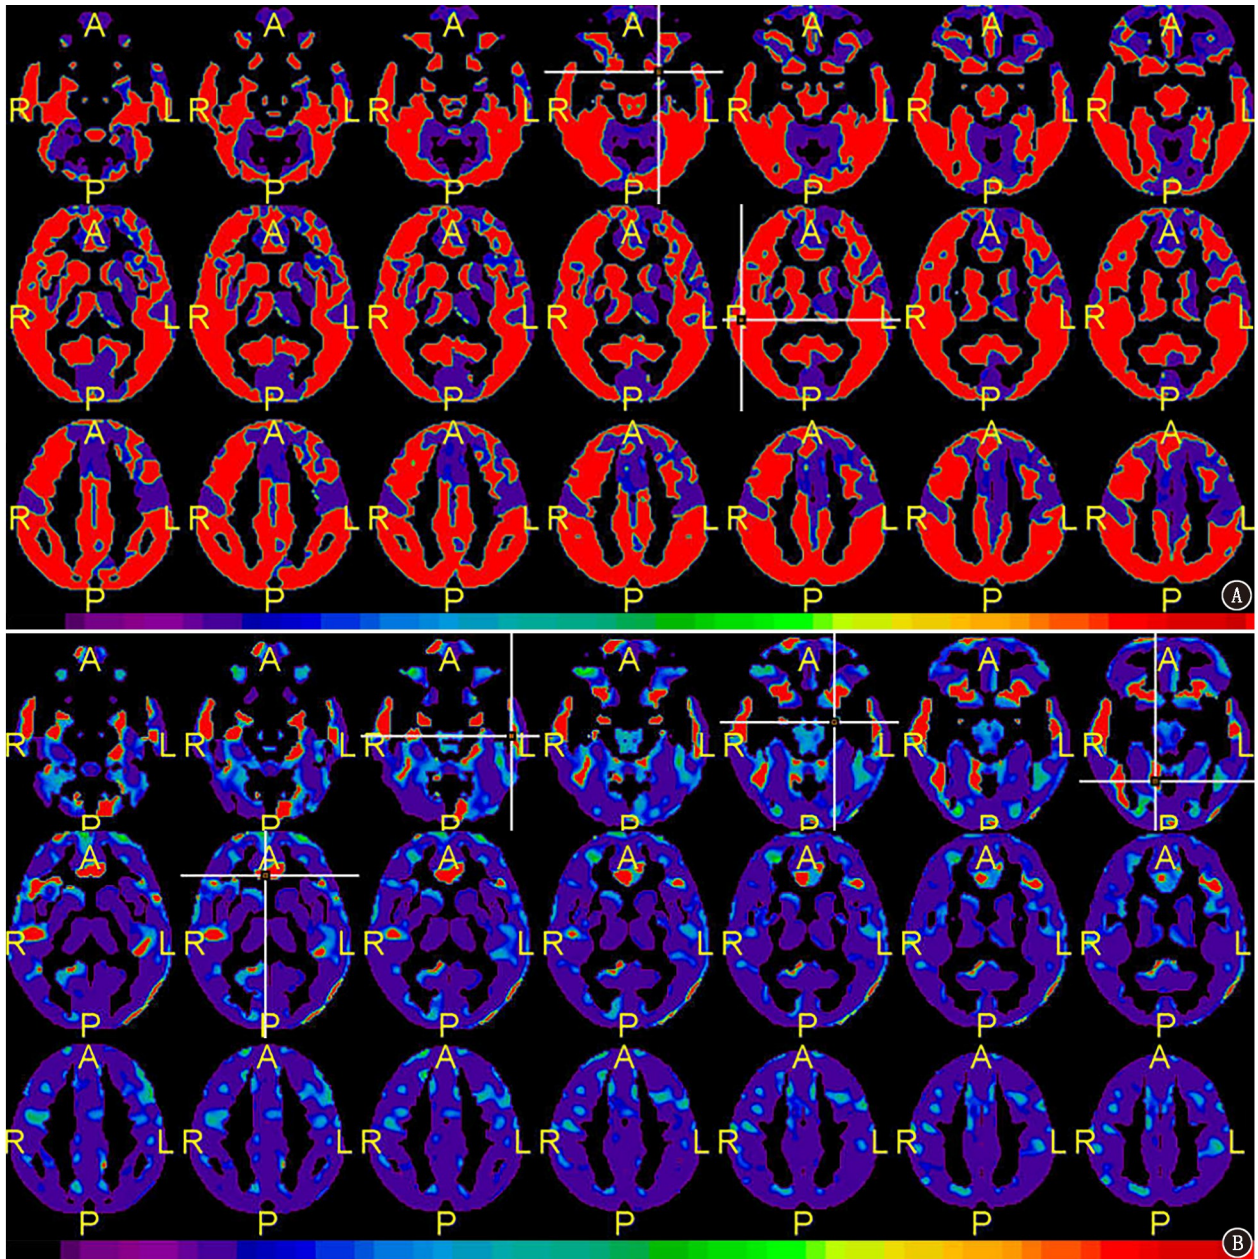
基于 Pmod 软件中 PALZ 模块分析<sup>18</sup>F-FDG PET 数据得到的初诊记忆障碍患者的 *t* 值图像 [A: 前, L: 左, P: 后, R: 右; 红色代表异常 (代谢减低) 区域]。A. 阿尔茨海默病 (AD) 患者, 女, 63 岁, 可见广泛的代谢减低, PET-SCORE 为 4.29 (阳性); B. 额颞叶痴呆 (FTD) 患者, 女, 66 岁, PET-SCORE 为 0.70 (阴性)
